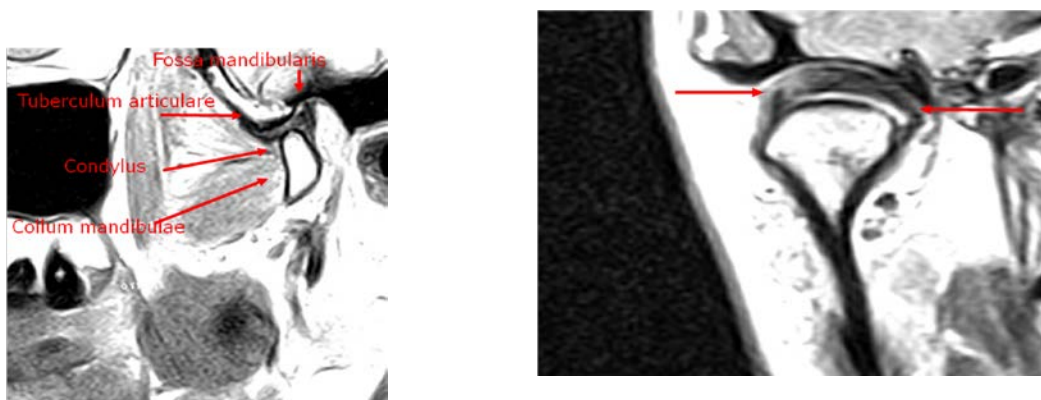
(a + b): Discocondylärer Komplex, MRT im sagittalen a) und im koronaren b) Schnitt
